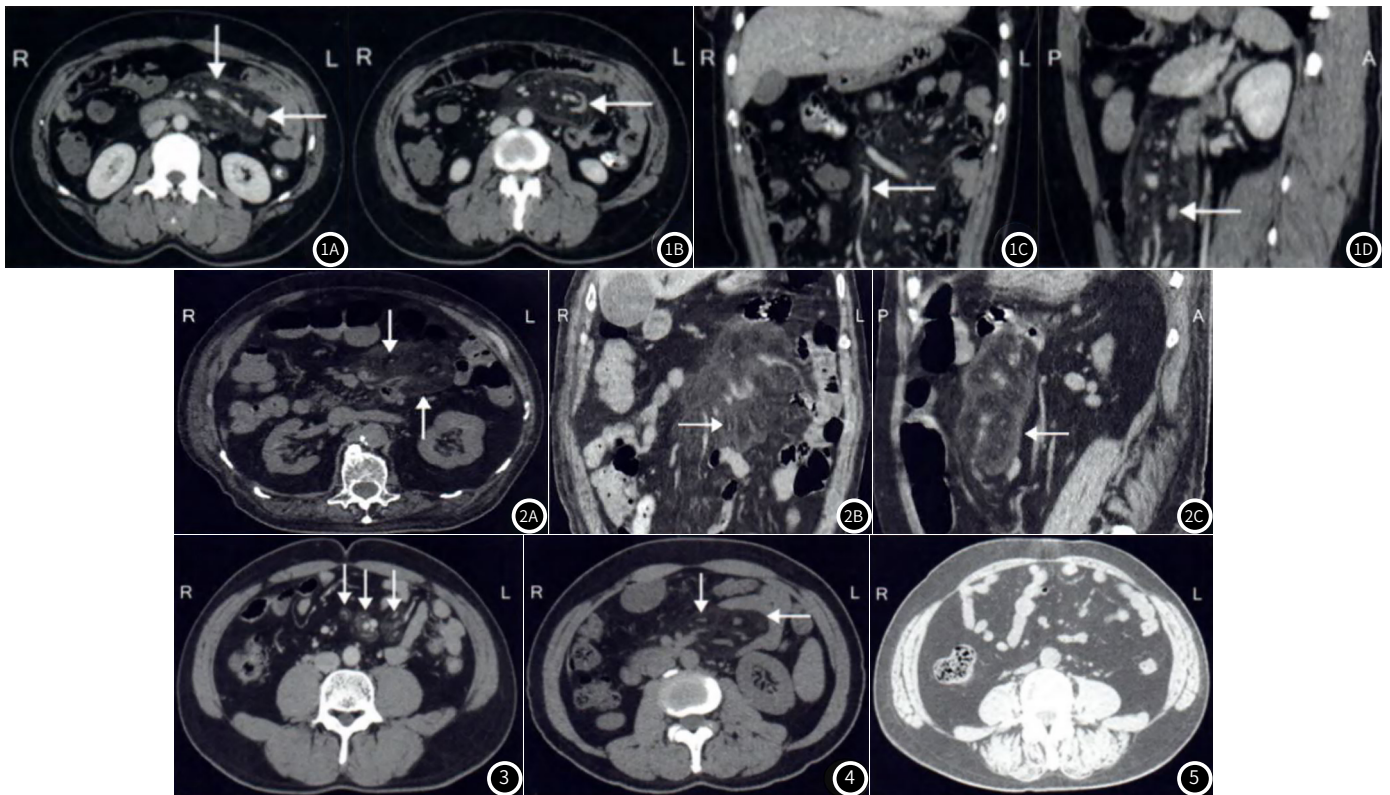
肠系膜脂膜炎CT检查结果。1A: CT显示肠系膜脂肪密度变大、边界清楚、假肿瘤征,由肠系膜根部延伸向肠系膜血管,左腰区延伸可见假包膜征(↓),淋巴结增大(↑);1B: CT可见半圆形纤维组织结节(↓);1C: CT在冠状位重建图像可见呈环绕肠系膜上动脉(↓);1D: CT在矢状位重建图像可见淋巴结增大(↓)。图2 肠系膜脂膜炎CT检查结果。2A: CT可见肠系膜脂肪密度增加、边界清楚、假肿瘤征,由肠系膜根部延伸向肠系膜血管,左腰区延伸可见假包膜征(↓),脂肪环征(↑);2B: CT在冠状位重建图像可见脂肪环征(↓);2C: CT在矢状位重建图像可见假包膜征(↓)。图3 肠系膜脂膜炎CT检查结果。横轴面CT显示多发肠系膜脂肪密度变大、边缘清晰,呈假肿瘤征(↓)。图4 肠系膜脂膜炎CT检查结果。横轴面CT显示肠系膜脂肪密度变大、不均匀,边界清晰,可见脂肪环征(↓),推移周围空肠管(↑)。图5 肠系膜脂膜炎CT检查结果。随访57d后,横轴面CT显示病变完全吸收。
